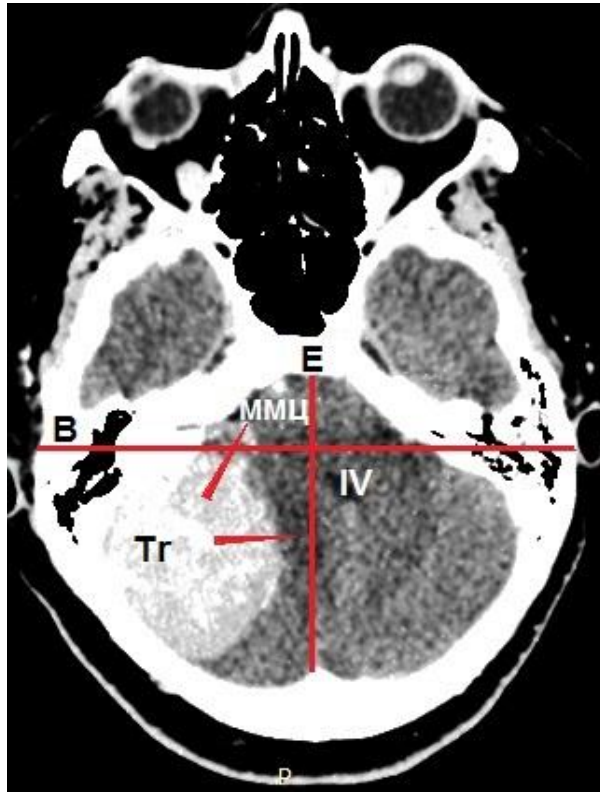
Пациентка П. (КТ в аксиальной проекции), менингиома латеральных отделов поперечного синуса справа: ММЦ – мостомозжечковая цистерна; IV – четвертый желудочек; Tr – опухоль; E – сагиттальная плоскость; B – плоскость наружного слухового прохода
